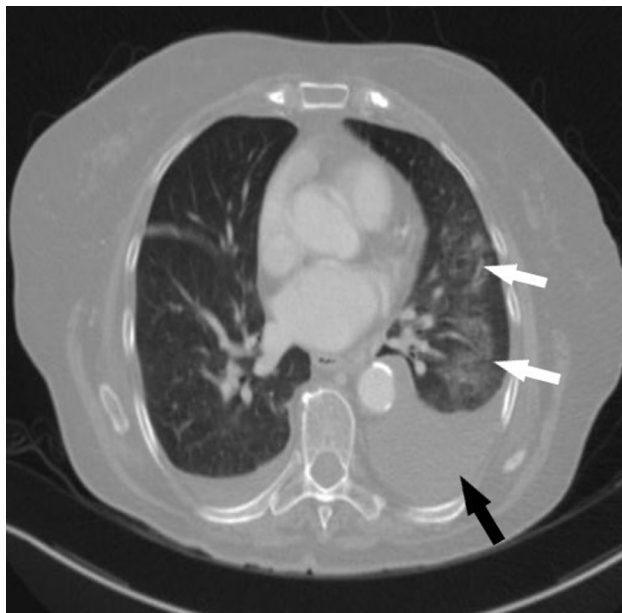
TC de tórax tras contraste intravenoso con ventana de pulmón en el que se confirma la presencia de derrame pleural izquierdo (flecha negra) y donde se apreciaban también la presencia de infiltrados alveolares en lóbulo inferior izquierdo (flechas blancas), todo ello sugestivo de neumonía con derrame metaneumónico.
